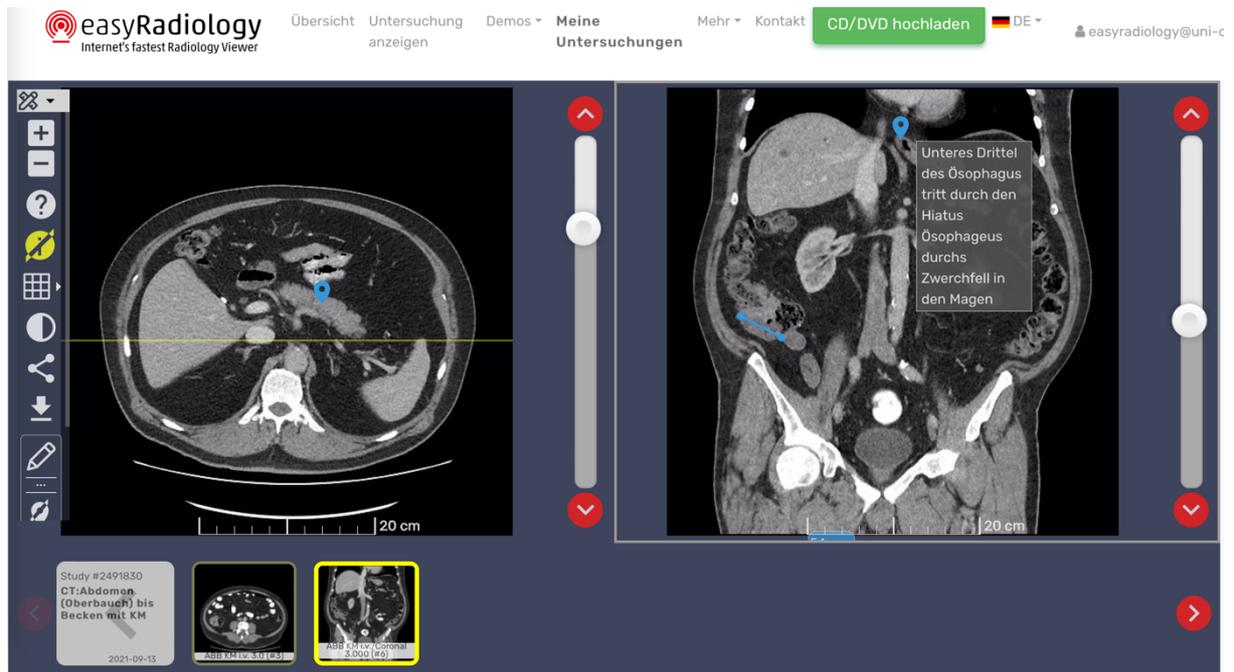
Zwei CT-Sequenzen eines Patienten mit Colonkarzinom in zwei Ebenen (links coronal, rechts frontal) mit Annotationen. Diese Sequenzen wurden den Studierenden entweder per Link zu EasyRadiology® oder Inlineframe über die Plattform Smart Zoom® zur Bearbeitung bereitgestellt.
